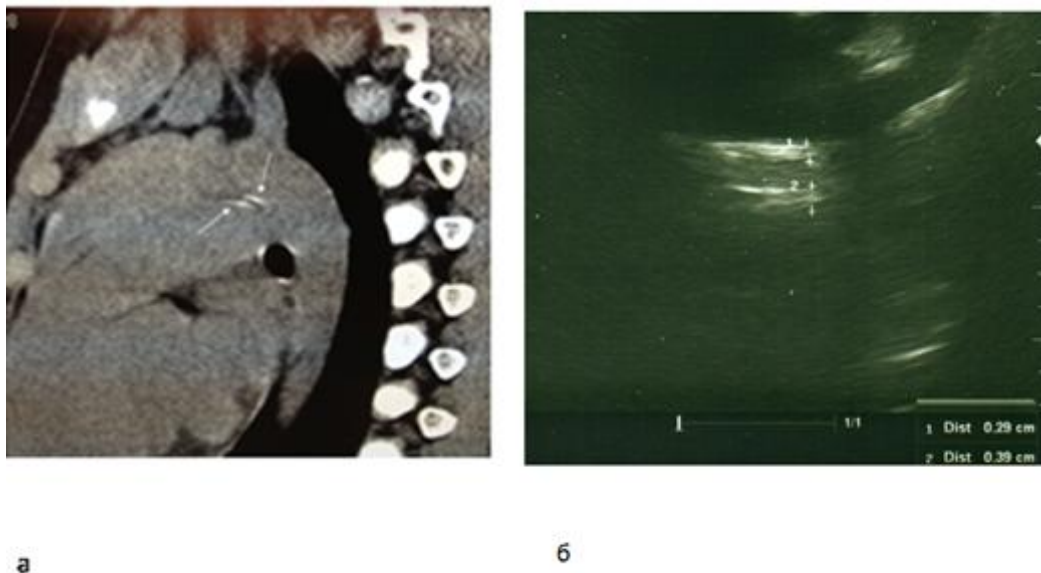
а) Компьютерная томография. Два линейных уплотнения в типичном расположении – две артериальные связки. б) Эхокардиограмма. В типичной области две артериальные связки
